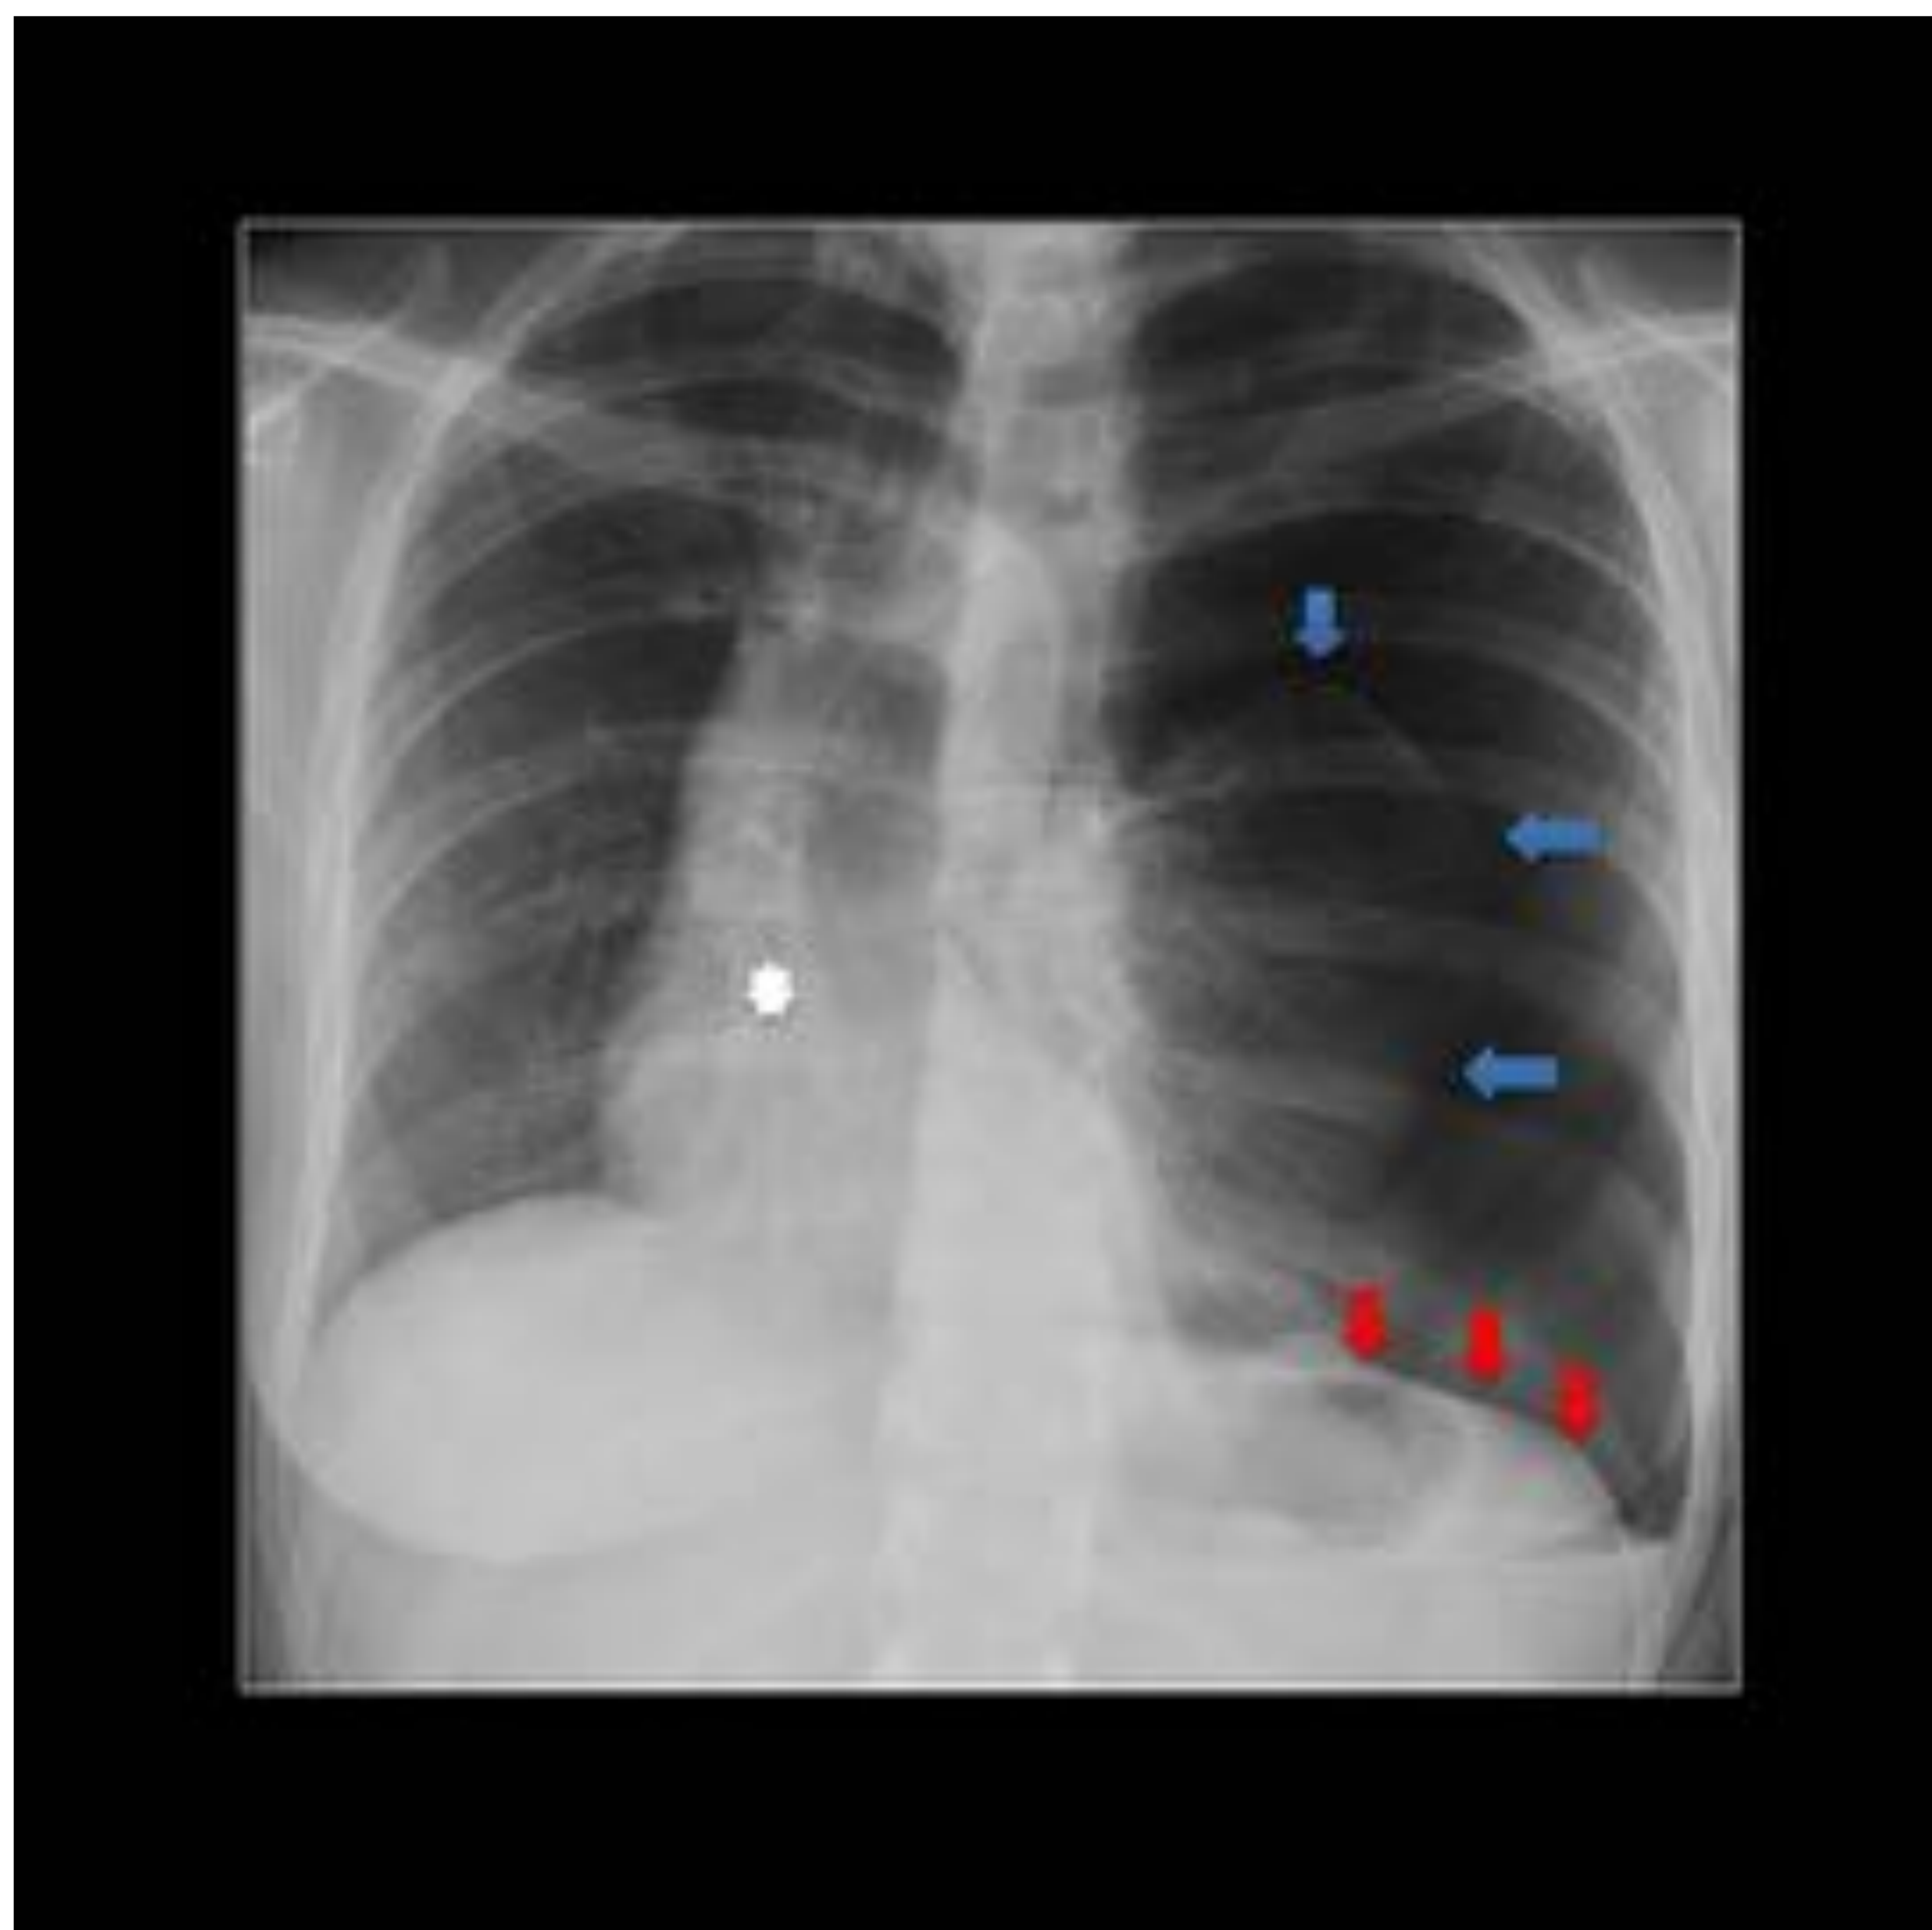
Neumotórax a tensión. Radiografía tórax AP: Neumotórax a tensión izquierdo (flechas azules) con colapso del pulmón homolateral, desviación mediastínica contralateral (asterisco blanco), aumento del volumen del hemitórax izquierdo, aumento de la separación intercostal y aplanamiento del hemidiafragma izquierdo (flechas rojas). Hospital Universitario Central de Asturias
